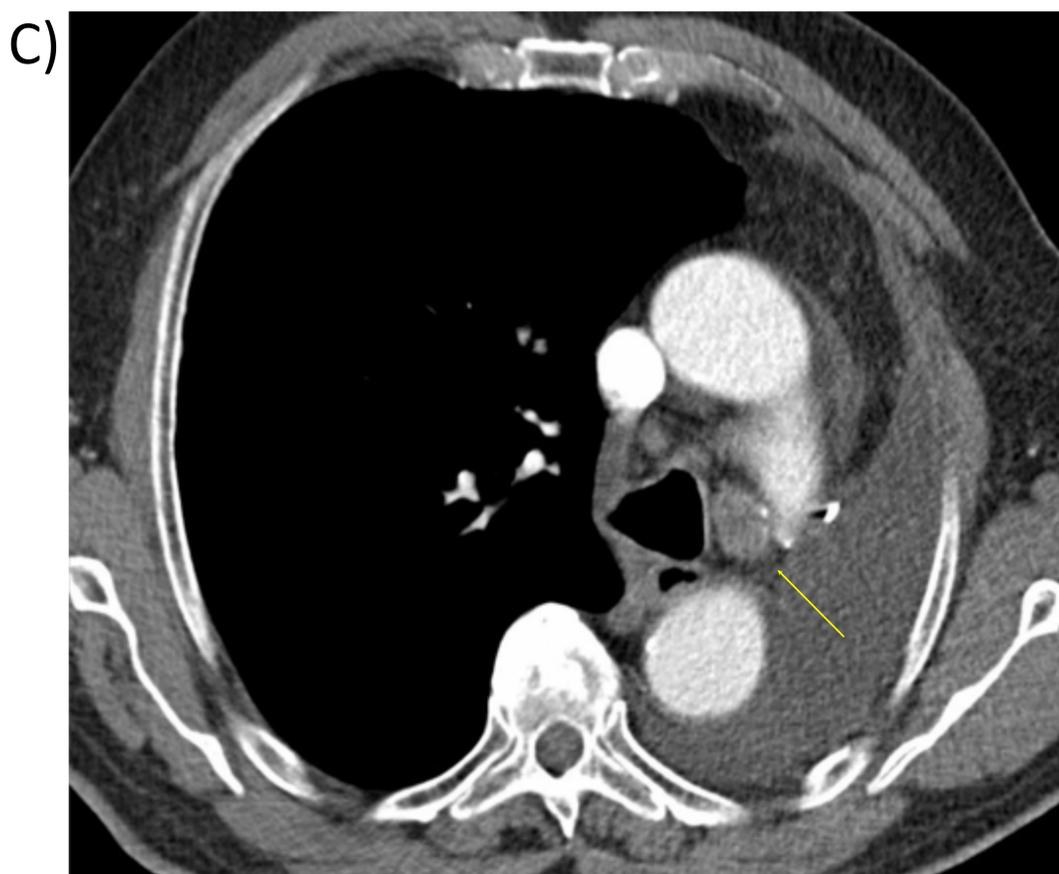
Hombre exfumador de 82 años con opacidad pseudonodular en el pulmón izquierdo, detectada de forma incidental en una radiografía simple de tórax.
